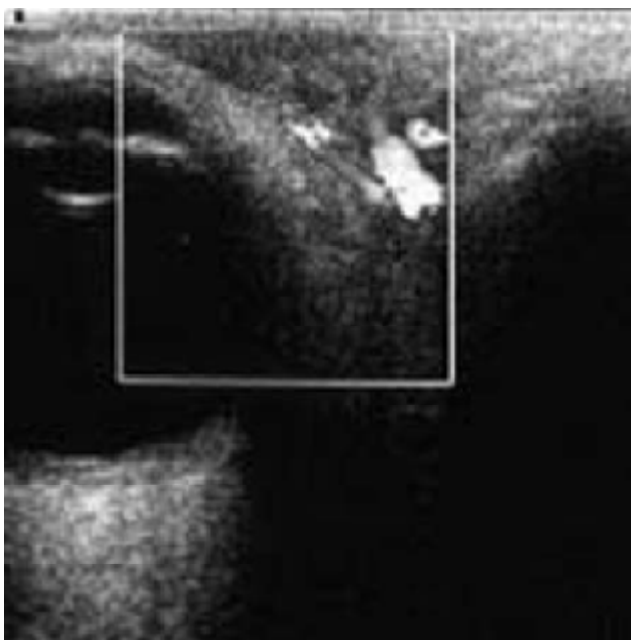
Écho-Doppler couleur et pulsé montrant une hyperhémie de la graisse orbitaire au cours d'une cellulite orbitaire [56]
